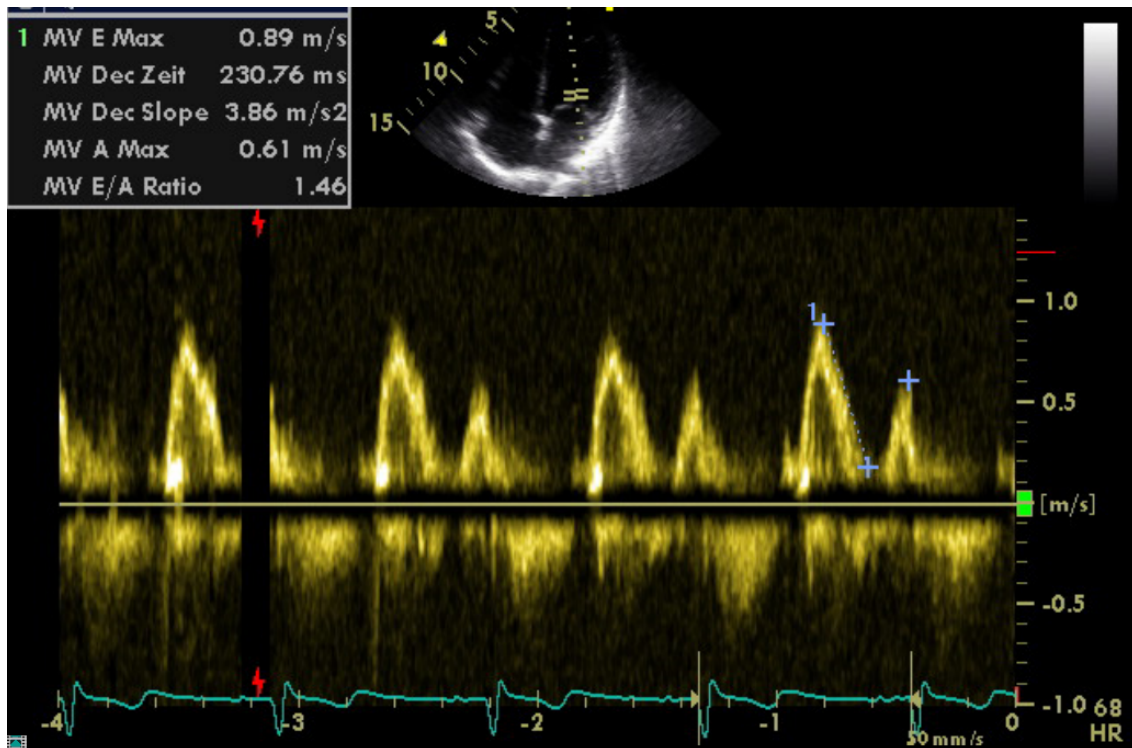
Darstellung der diastolischen Füllungsströme mittels PW-Doppler
